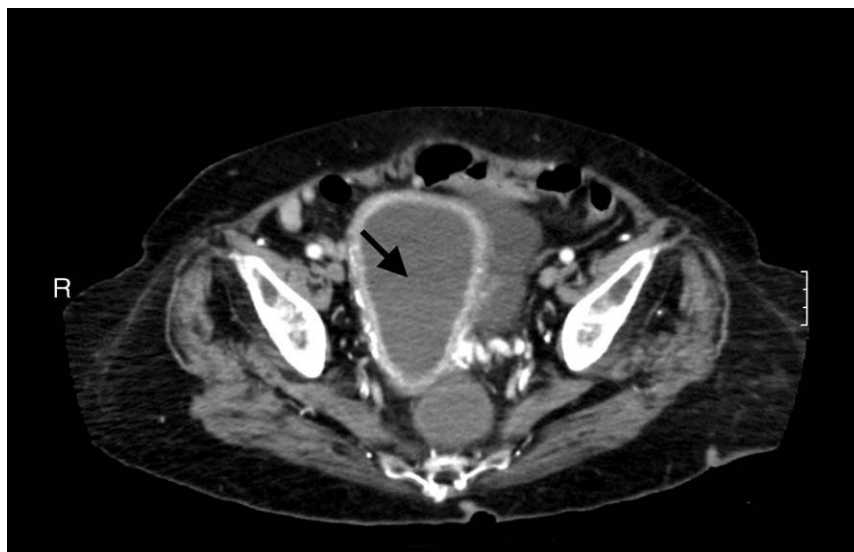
Imagen de TC abdomino-pélvica en la que se aprecia el útero con un contenido en su interior (flecha) desplazando la vejiga.
